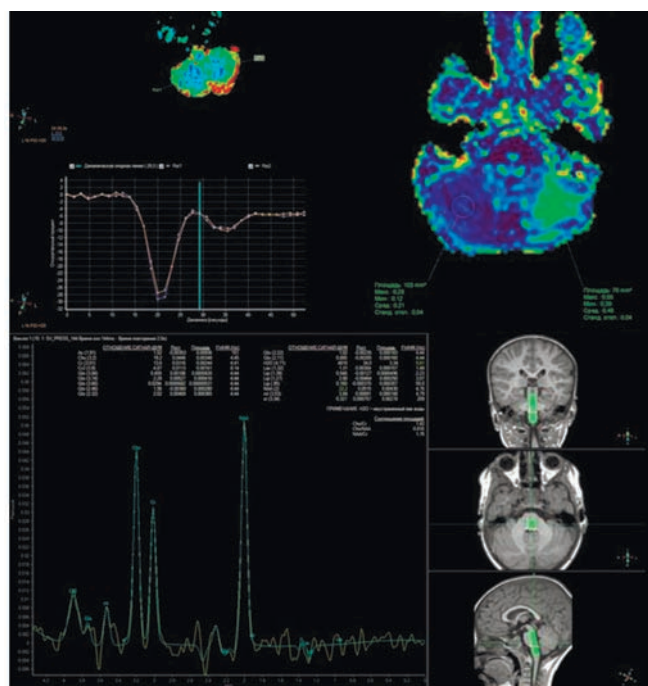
Магнитно-резонансная томография головного мозга пациента 2 лет с острым двусторонним сходящимся косоглазием (описание в тексте)
